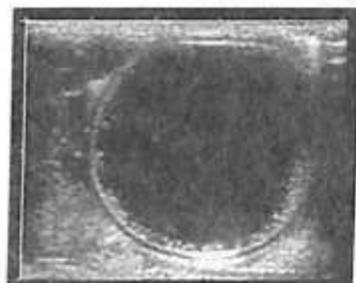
УЗИ-картина эхинококкоза печени.
